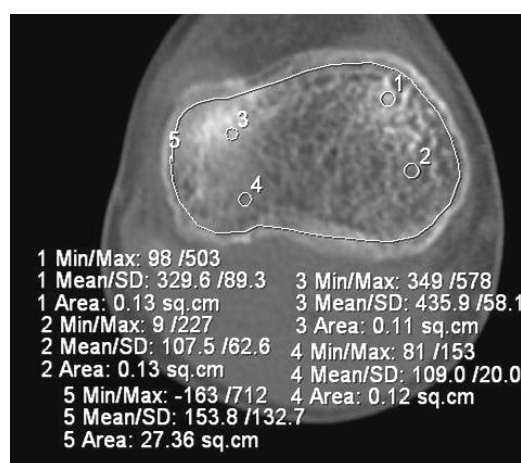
КТ коленных суставов, аксиальный срез на уровне проксимального эпифиза правой большеберцовой кости больной витамин D-резистентным рахитом К., 15 лет, после двухэтапного оперативного лечения. Локальная плотность костной ткани на этом уровне колебалась от +107 до +435 HU (общая плотность 153±132 HU)
